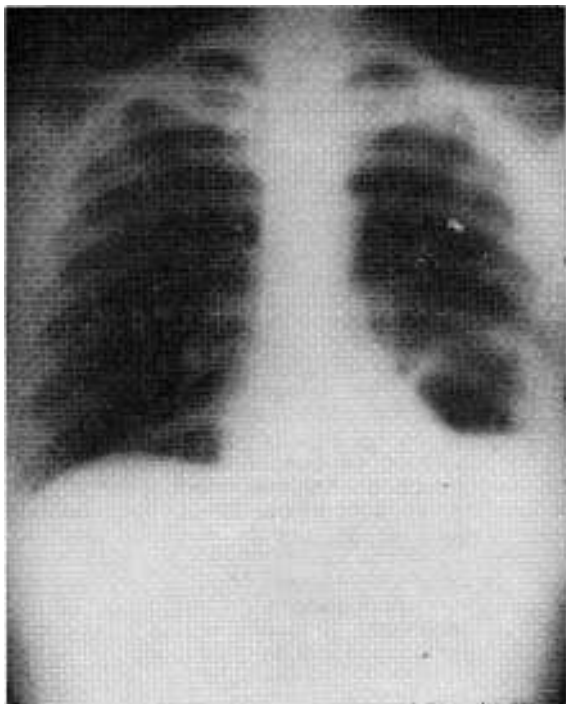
Cavidad pulmonar que en la radiografía simple no muestra elementos que nos orienten sobre la etiología de la supuración pulmonar.
